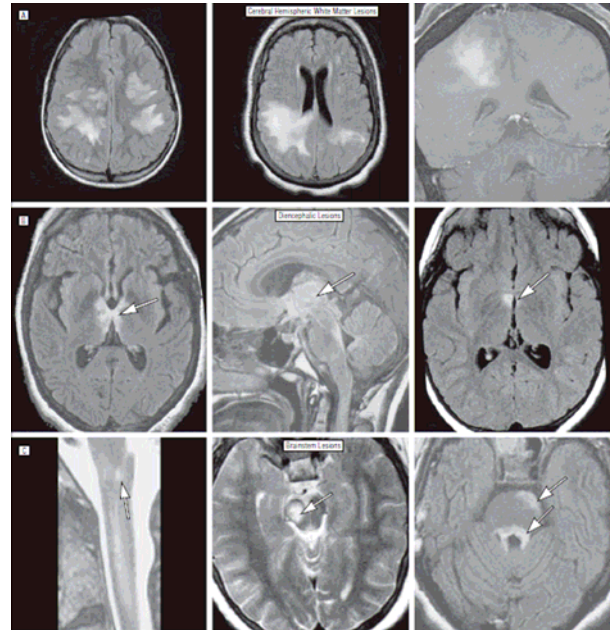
Atypical brain lesions in neuromyelitis optica. 11A, Non-enhanced and extensive lesions in FLAIR (fluid-attenuated inversion recovery); B, contiguous lesions through thalamus, hypothalamus and brainstem; C, longitudinally medullar lesions extending into the cervical cord, lesions involving the right cerebral peduncle, pons.
